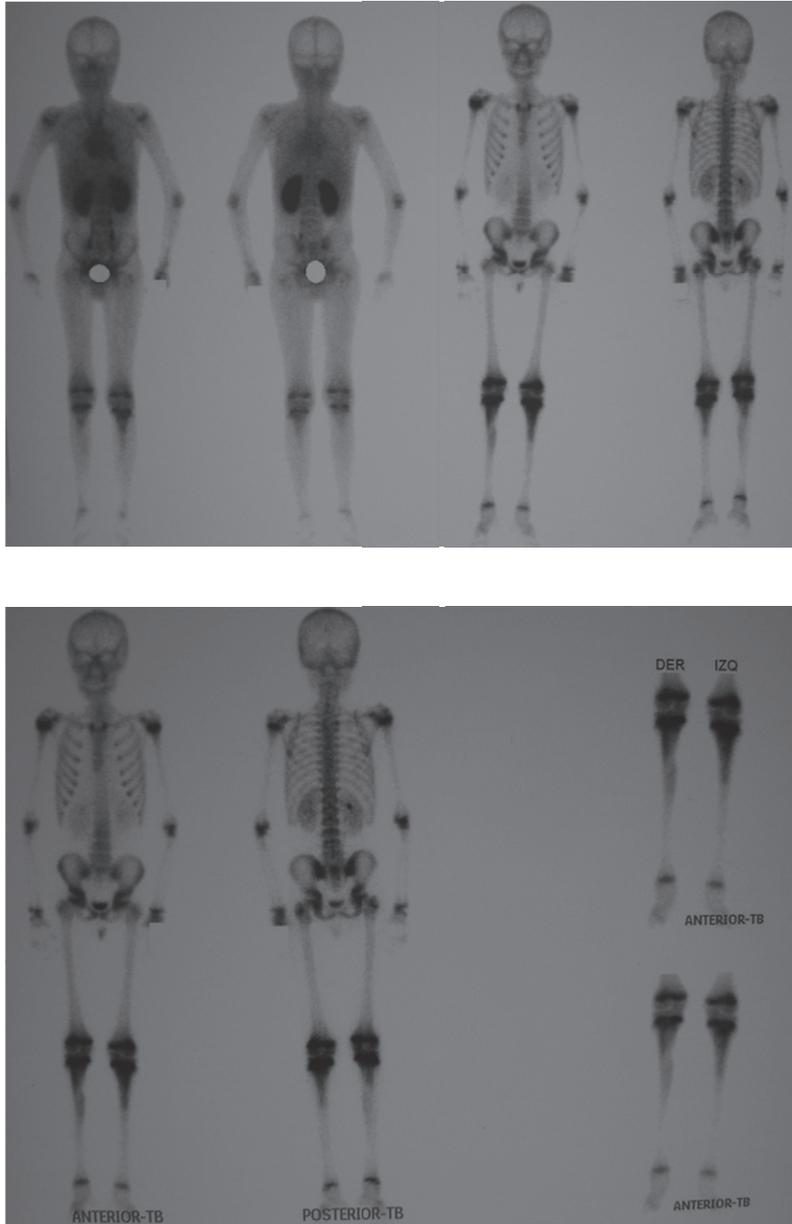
GAMMAGRAFÍA ÓSEA CON TC-99 METILEN DIFOSFONATO.
